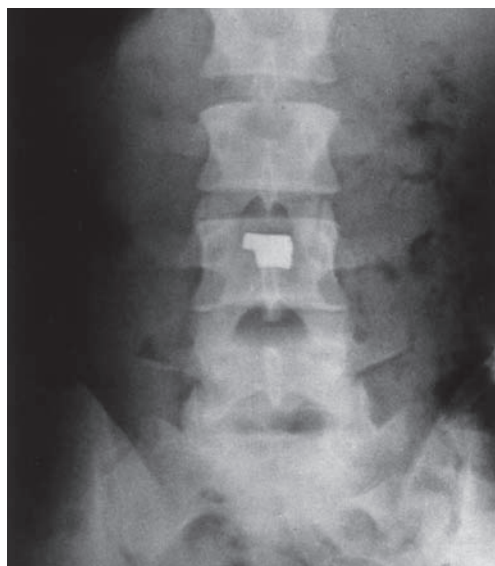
Обзорная рентгенограмма органов живота больного Щ., 20 лет, 14.11.1982 г.
